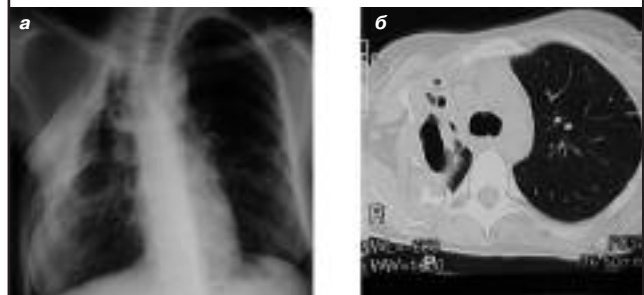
Та же больная. После первого этапа торакопластики: а – прямая рентгенограмма легких; б – КТ легких.
